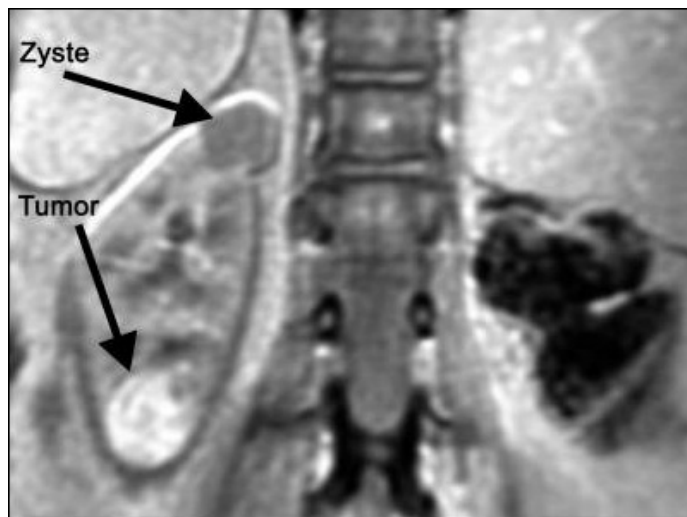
MRT eines VHL-Patienten
